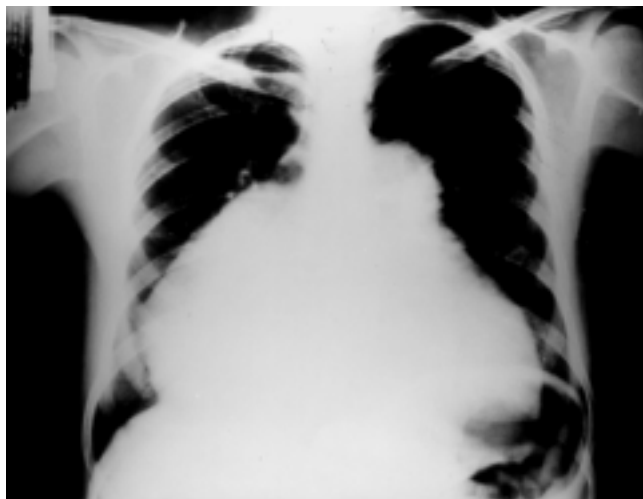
Telerradiografía de tórax en la que se observan signos de cardiomegalia global y arco pulmonar prominente.
